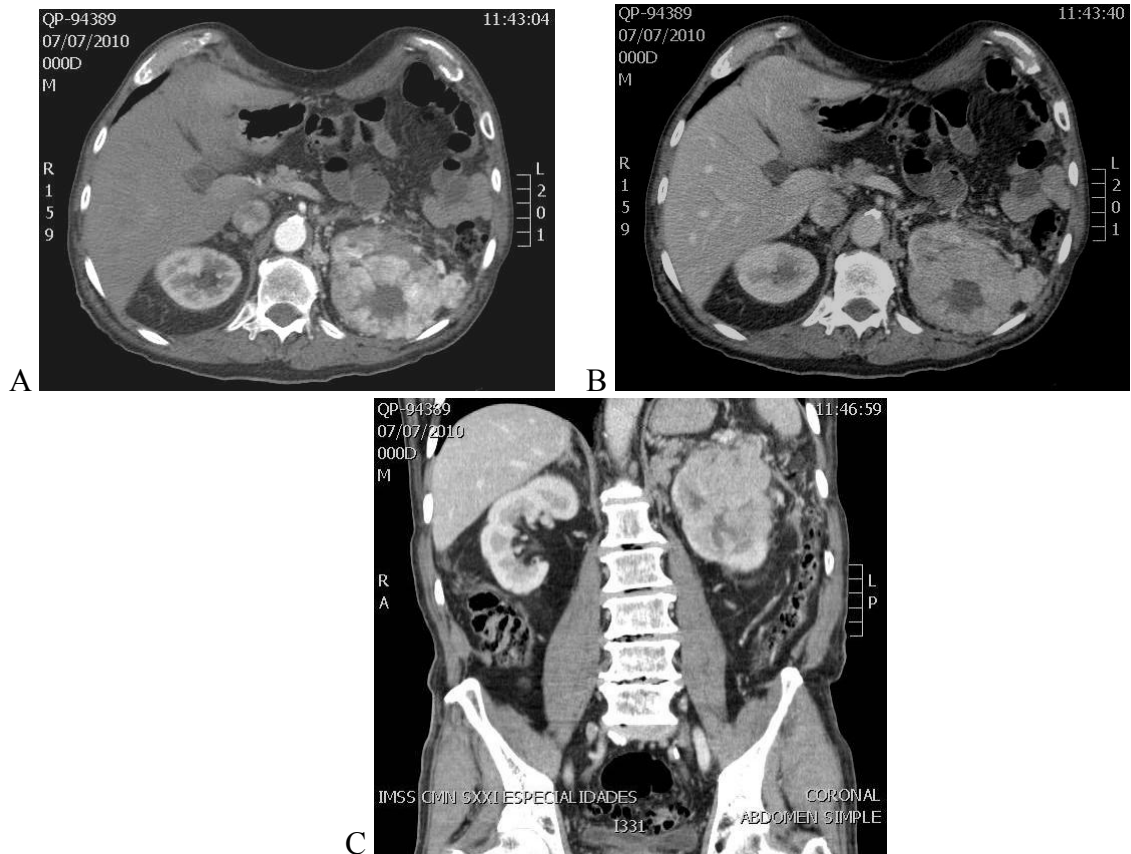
A y B muestran imágenes axiales de Urotomografía de paciente masculino de 77 años con tumoración renal izquierda. C Reconstrucción coronal en MPR que muestra una mayor definición y detalle anatómico de la lesión
